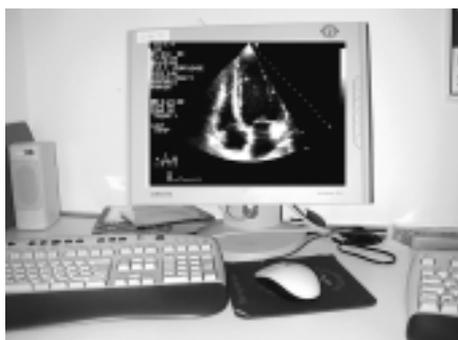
“Computer client” dove vengono rivisti e repertati gli esami ecocardiografici.
